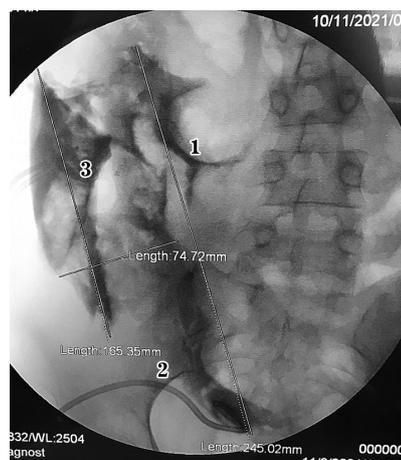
Рентгенограмма. Жидкостное парапанкреатическое скопление с распространением в малый таз, дренированное дренажными трубками типа Pigtail: 1 – жидкостное парапанкреатическое скопление, 2 – Pigtail в полости малого таза, 3 – Pigtail в парапанкреатической области
